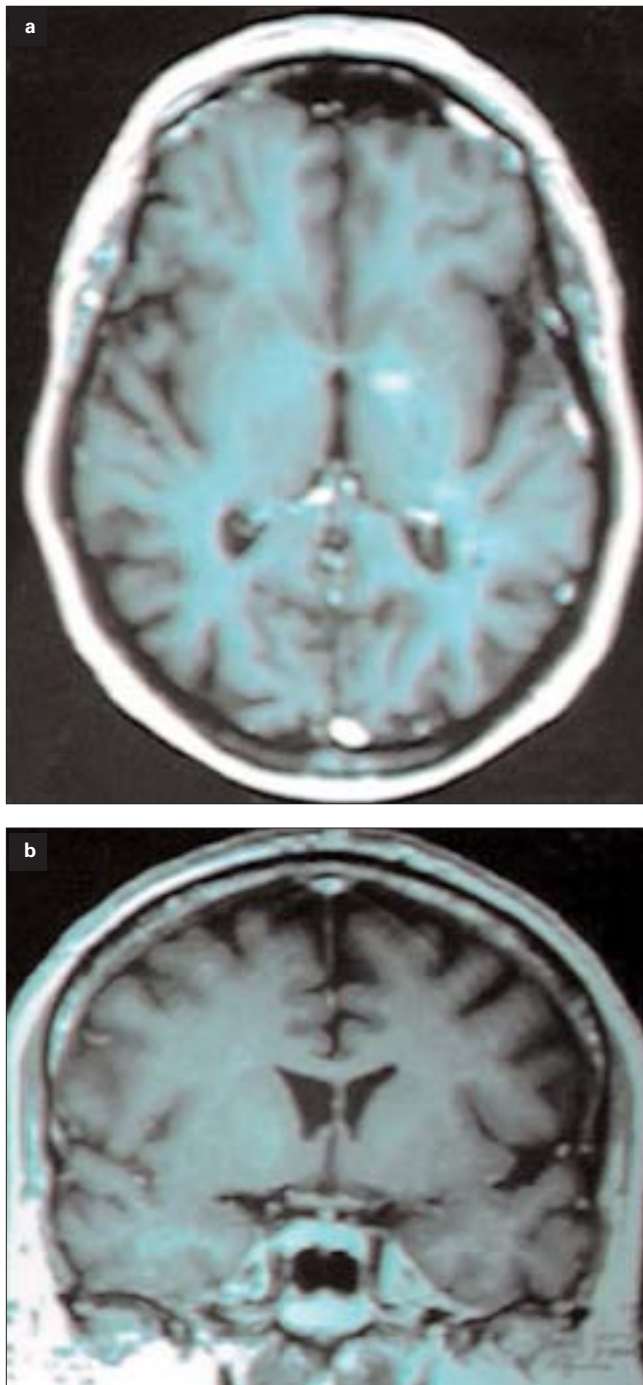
Neuroimágenes de un paciente con afasia anómica (paciente 8): a y b) RM de encéfalo, (T₁ axial y coronal), que muestra involución cortical cerebral de predominio frontal y temporal lateral izquierda; c y d) SPECT cerebral (^{99m}Tc-HMPAO), que muestra hipoperfusión del trazador frontotemporo-parietal izquierda.
